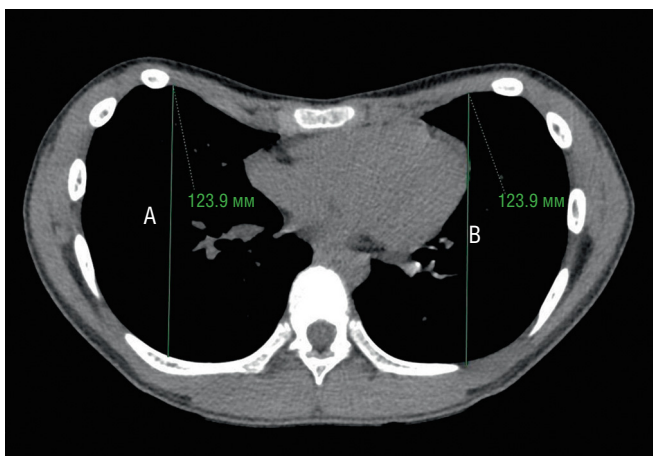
Аксиальный срез компьютерной томографии с мягкотканым фильтром. Представлена симметричная воронкообразная деформация грудной клетки, поперечное измерение справа (A) и слева (B)
